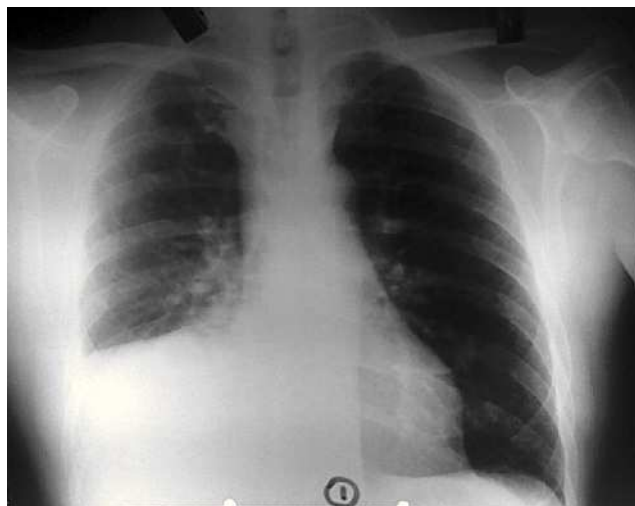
Radiografía póstero anterior (PA) de tórax realizada en el Servicio de Urgencias que muestra una imagen de aumento de densidad sin broncograma aéreo, con pérdida de volumen a nivel del lóbulo inferior derecho (LID) y lóbulo medio (LM).
